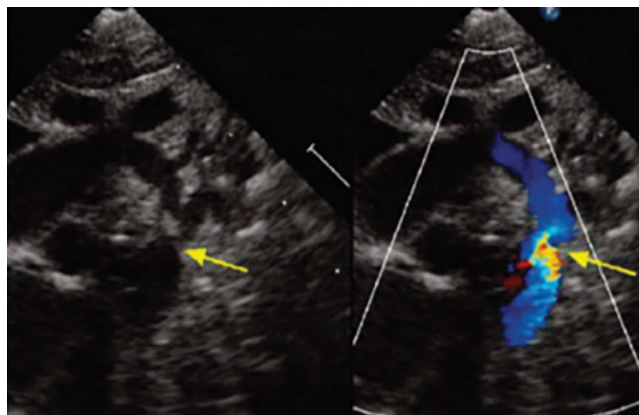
Vista Supraesternal Bidimensional y Doppler Color de una Coartación de Aorta ligera
